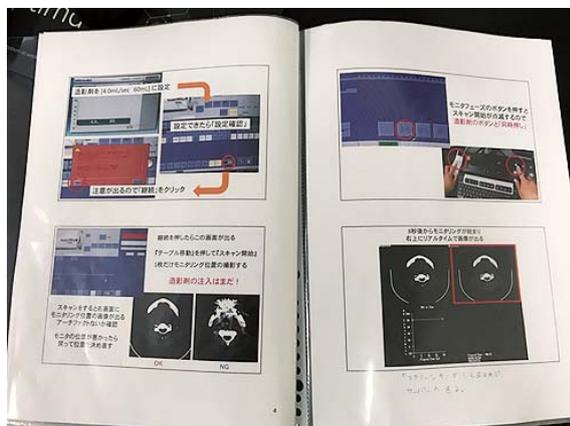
CT担当技師により撮影手順や注意点をまとめたマニュアルを作成した。
